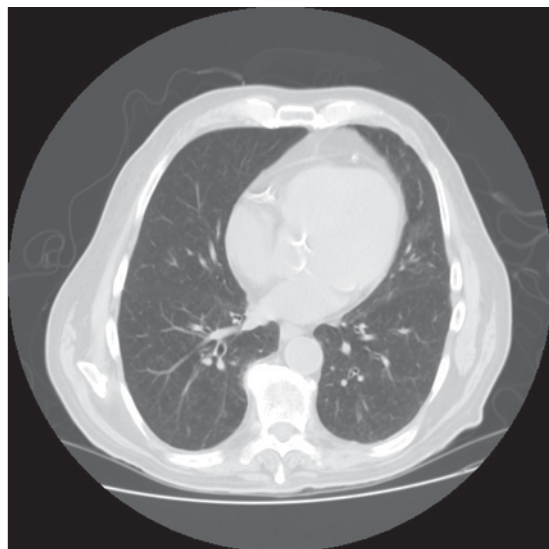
Tomografía computada de tórax de control en paciente con RBILD que dejó de fumar.
